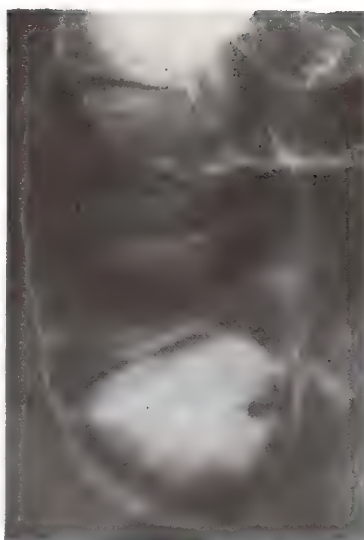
Radiografía del ciego por enema baritada (después de insuflación).
